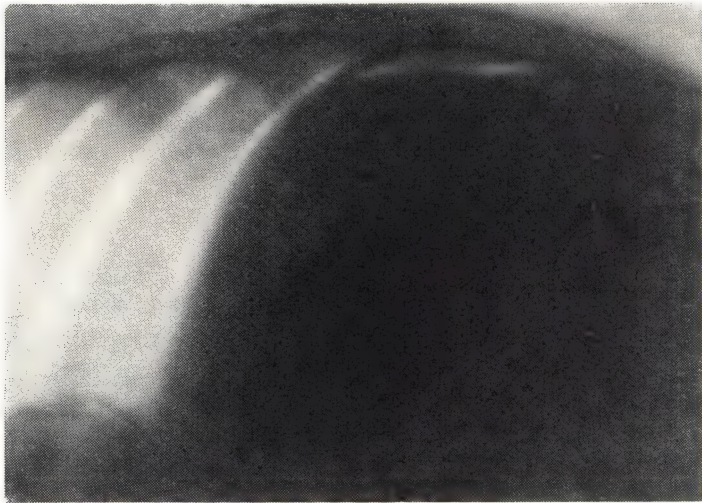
Пневмоперитонеум после перфорации язвы желудка (рентгенограмма).
